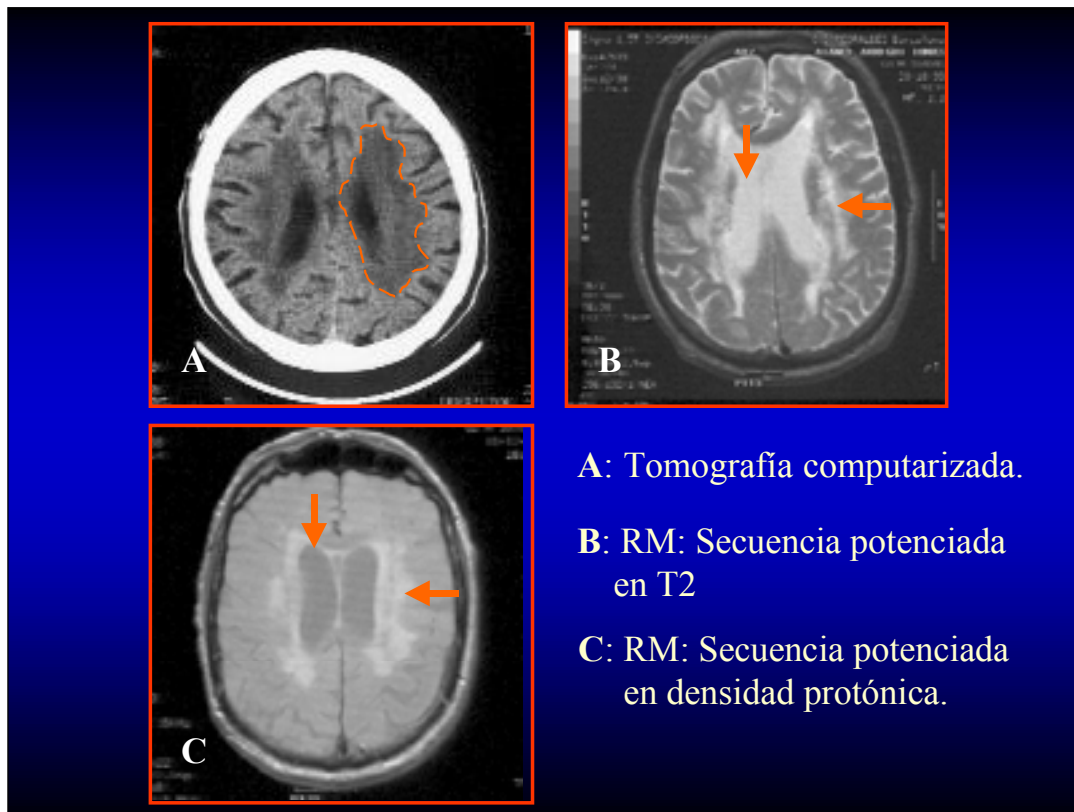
A) Tomografía computarizada, en la que se observa la leucoaraiosis representada por un área hipodensa subcortical que rodea los ventrículos laterales (enmarcada en líneas rojas discontinuas). B) Secuencia T2 de resonancia magnética que permite observar la extensión de la leucoaraiosis, pero no la delimita del sistema ventricular. C) La secuencia en densidad protónica, que obtiene imágenes directamente proporcionales a la densidad de los núcleos de hidrógeno, diferencia claramente el agua contenida en la leucoaraiosis del agua del líquido cefalorraquídeo.
